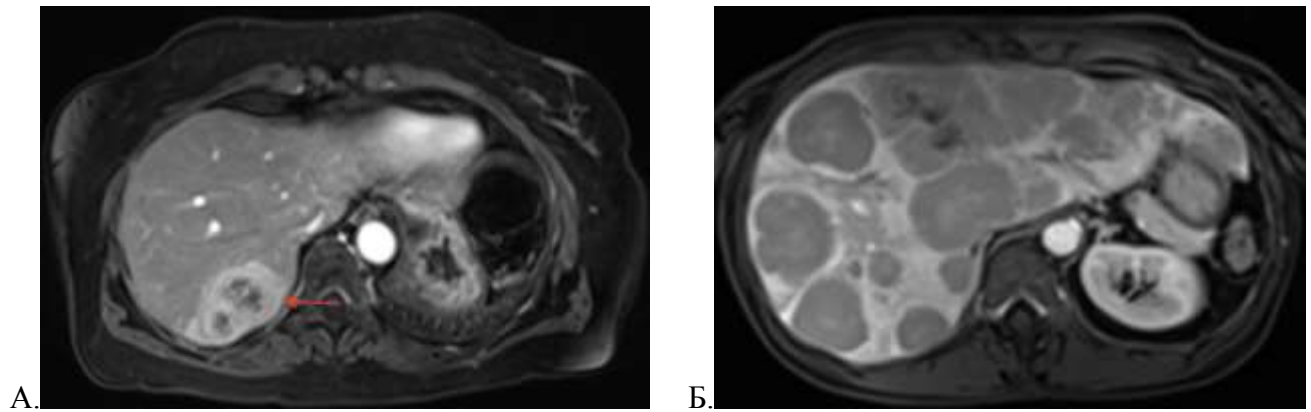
МРТ органов брюшной полости в венозную фазу КУ в аксиальной проекции: А – метастазы НЭО ПЖ; Б. – метастазы НЭО ЖКТ
